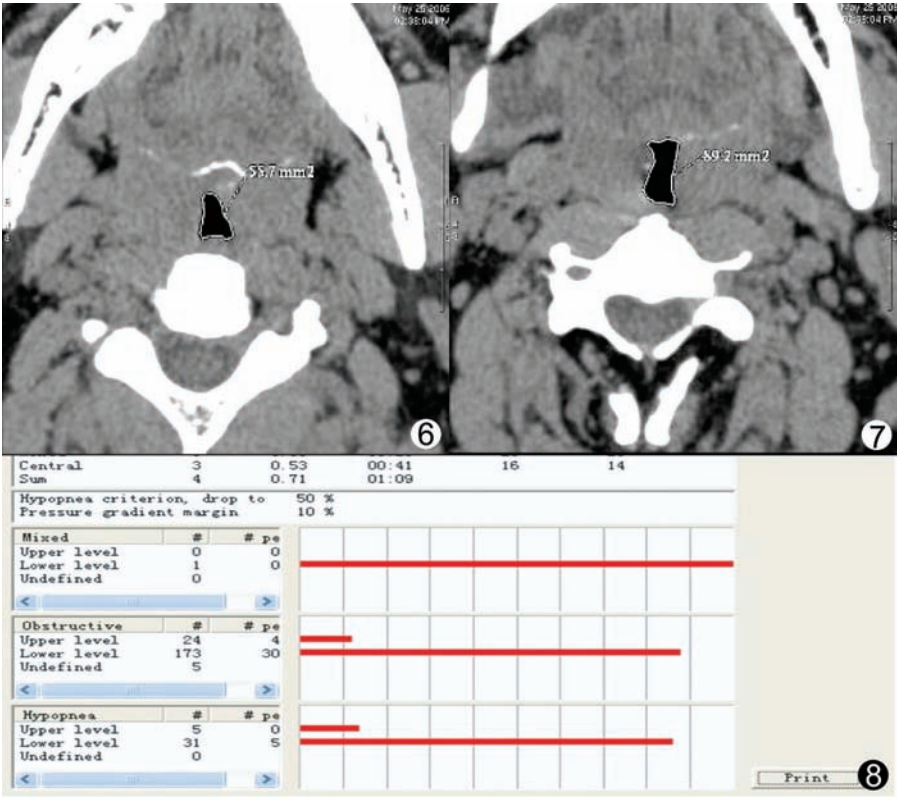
7 CT 测量: 腭后区咽腔狭窄为主 图 8 压力测定: 舌后区阻塞为主(病例同图 6、7)
